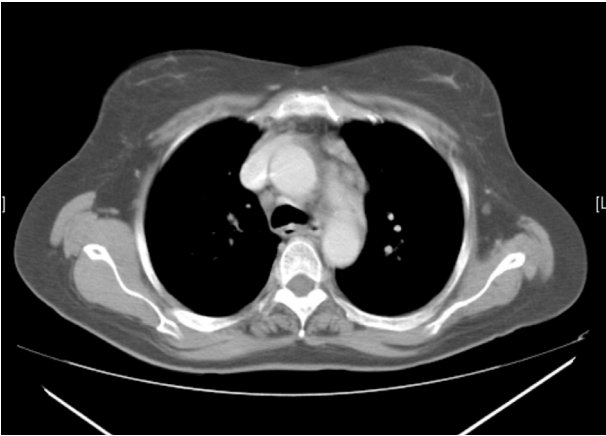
TAC que muestra sarcoidosis con adenopatías prevasculares.
